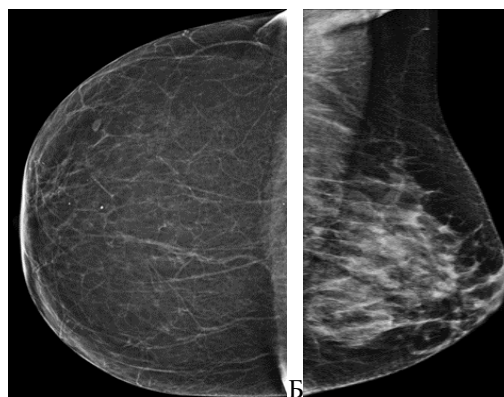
Рентгенограма грудної залози: А – жирова інволюція паренхіми грудної залози; Б – рентгеноконтрастна строма та паренхіма грудної залози
